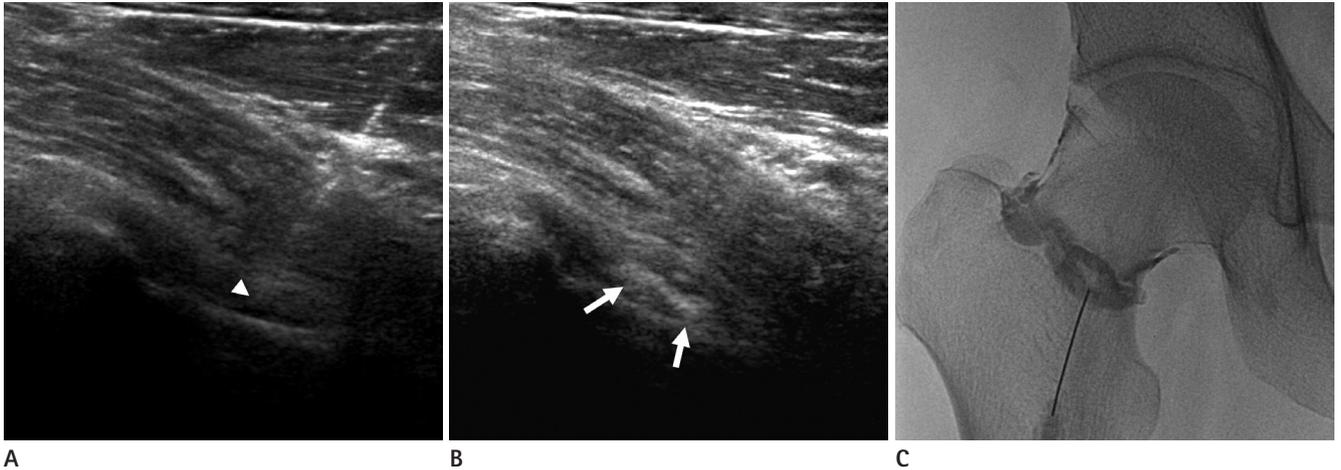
Example of ultrasound-guided intra-articular steroid injection in a 40-year-old male patient.
